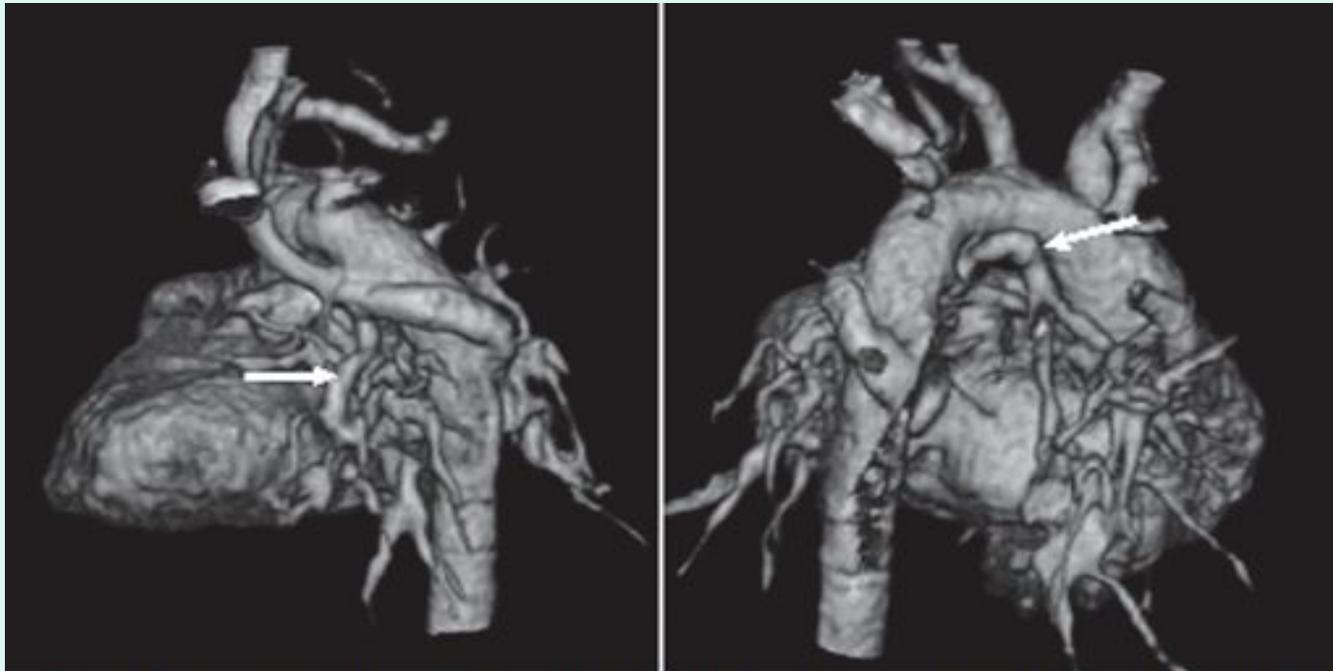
Ангио-КТ с VRT-реконструкцией ребенка М., 2 суток. Большие аортолегочные коллатерали
